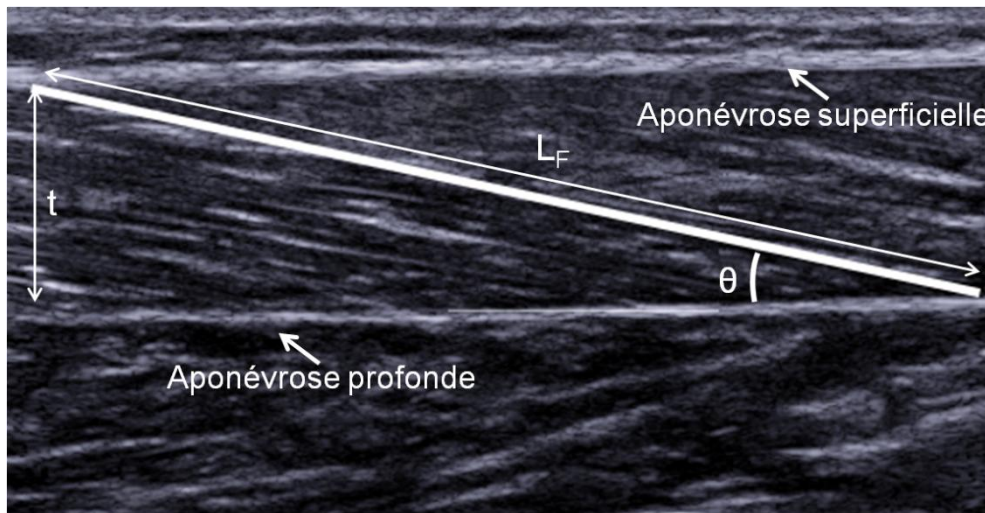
2.7. Image échographique du muscle vastus lateralis. Les paramètres architecturaux pouvant être identifiés sont l'épaisseur musculaire (t), l'angle de pennation (θ) et la longueur de fascicule (L_F) (adapté de Narici, 1999).
